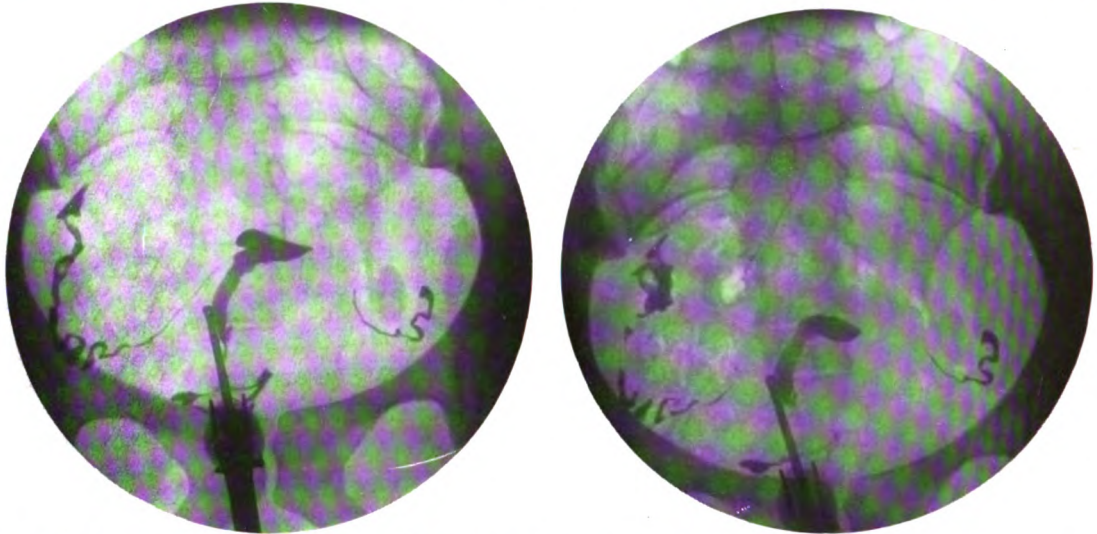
Mouvement des trompes. La radiographie montre à droite une ligne brisée qui n'existe pas sur le premier cliché pris tout de suite après l'injection et qui traduit l'existence du péristaltisme tubaire. Chez cette malade stérile, l'utérus, très contractile, a commencé à expulser le lipiodol alors qu'on n'avait pas injecté plus de 3 cc.
